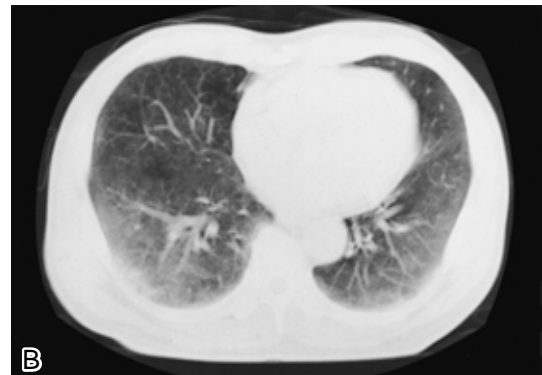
Chest CT scan revealing ground-glass opacity in both lower lung fields.
